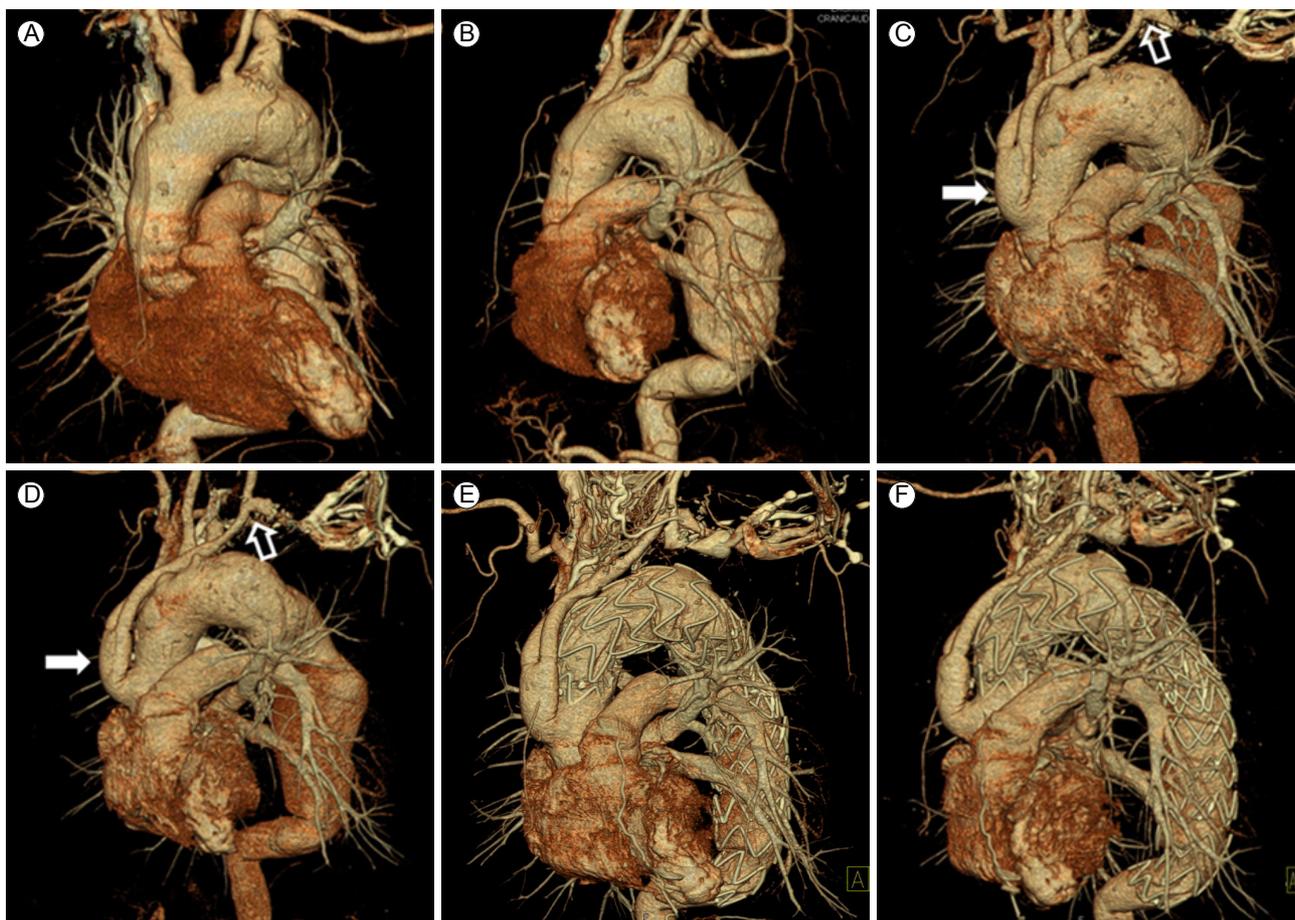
Reconstructive three-dimensional computed tomography showed extensive aortic aneurysm involving the aortic arch and proximal descending thoracic aorta (A, B). Y-shaped bypass surgery using a prosthetic graft was performed (white arrow) to connect the aorta to the BA and the LCCA, followed by end-to-side anastomosis of the LCCA and LSCA (open arrow, C, D). After supra-aortic transposition of the great vessels, three valiant stent grafts were implanted in a telescopic fashion to exclude extensive aortic aneurysm (E, F). BA, brachiocephalic artery; LCCA, left common carotid artery; LSCA, left subclavian artery.
